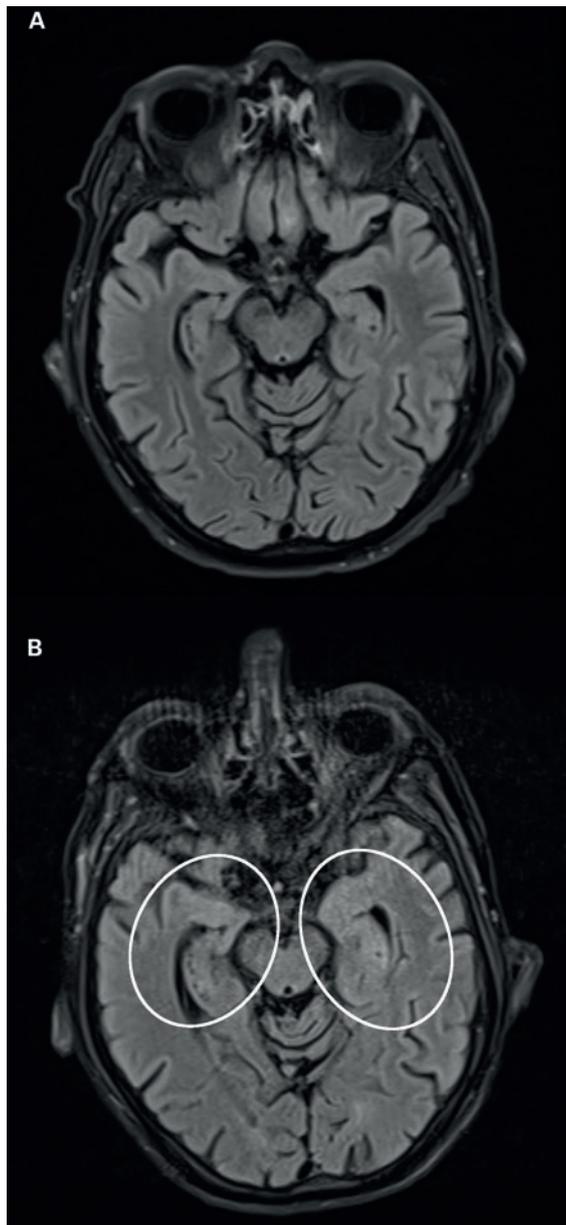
Schädel-Magnetresonanztomogramm des Patienten (Axialschnitte): A) vor der Behandlung mit dem PD-L1-Inhibitor; B) 12 Tage nach Auftreten der Symptome. Kreise: leichte Hippocampus-Schwellung in der FLAIR-Sequenz. Zeitraum zwischen den beiden Untersuchungen: 49 Tage.
